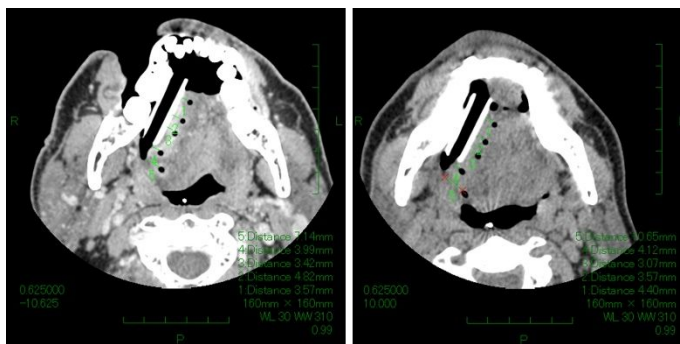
56 歳男性、舌癌症例。初回治療時の CT 画像 (左図) と治療開始 3 日目の CT 画像 (右図) をフレキシブルチューブやスペーサを基準に位置合わせした画像
